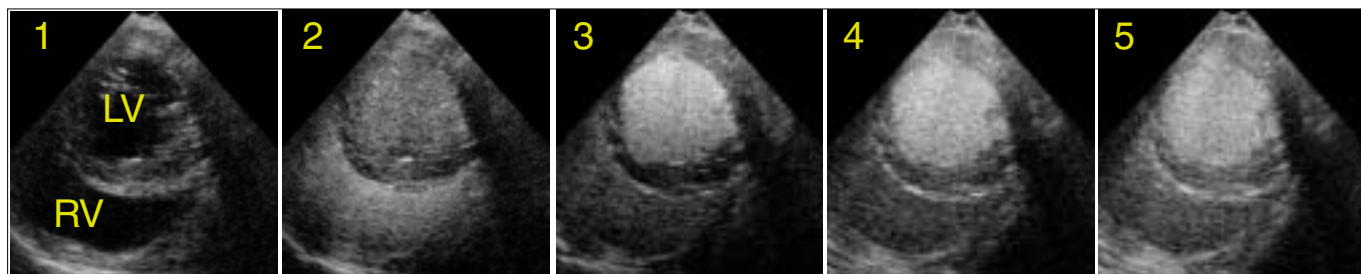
経食道超音波法による心筋コントラストエコー法
